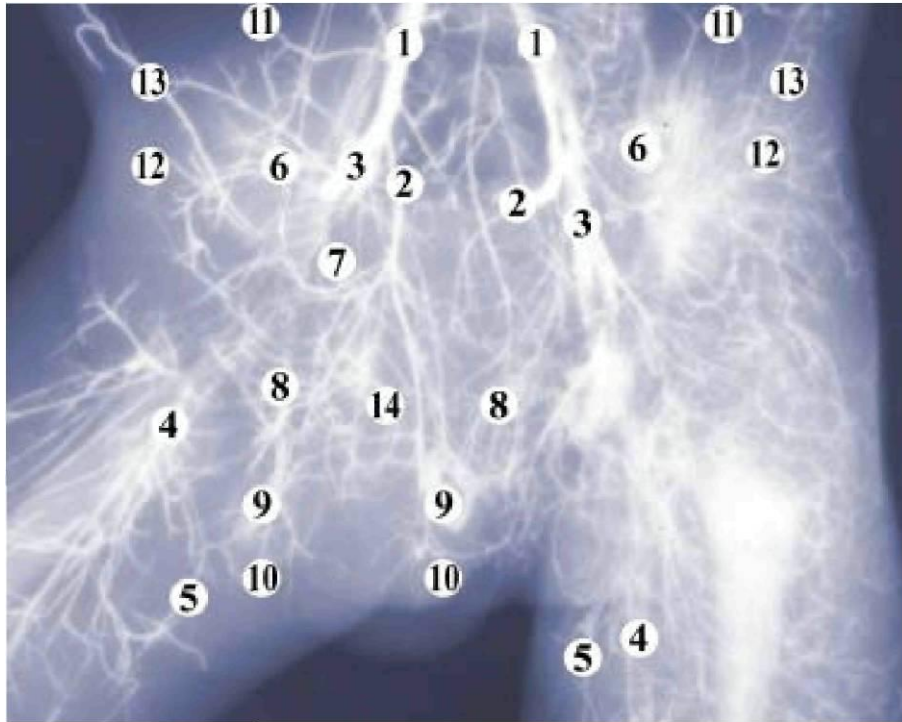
Рентгеновазограма таза плода людини 350,0 мм ТПД. Праве стегно відведене. Венозні судини заповнені сумішшю на основі свинцевого сурику. 36. x2:
